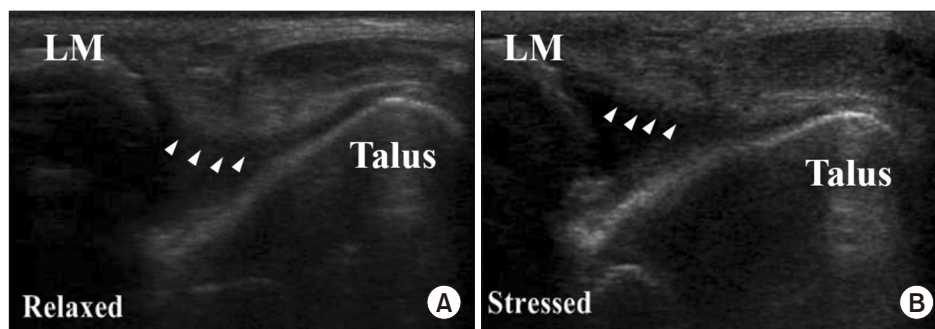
Ultrasonography of anterior talofibular ligament (arrowheads). (A) Relaxed. (B) Stressed. By applying stress, the condition of the ligament can be known in real time. LM: lateral malleolus.
